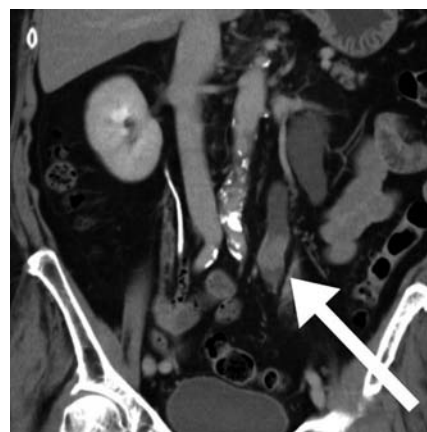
Abdominal CT with enhancement showed a ureter tumor (arrow) and hydronephrosis in the left kidney.
